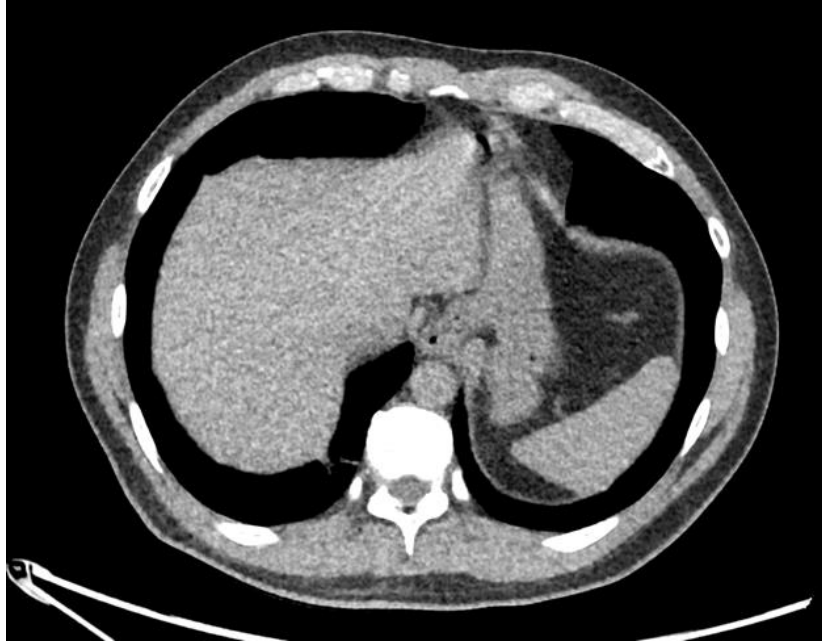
TC Tórax simple axial con ventana para mediastino que muestra unión gastro-esofágica supradiafragmático por hernia hiatal por deslizamiento.
